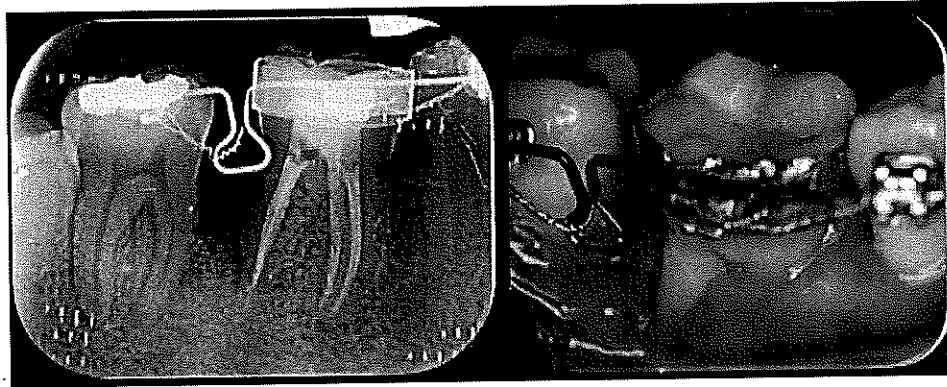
Radiografía y Fotografía clínica del tratamiento ortodóncico
